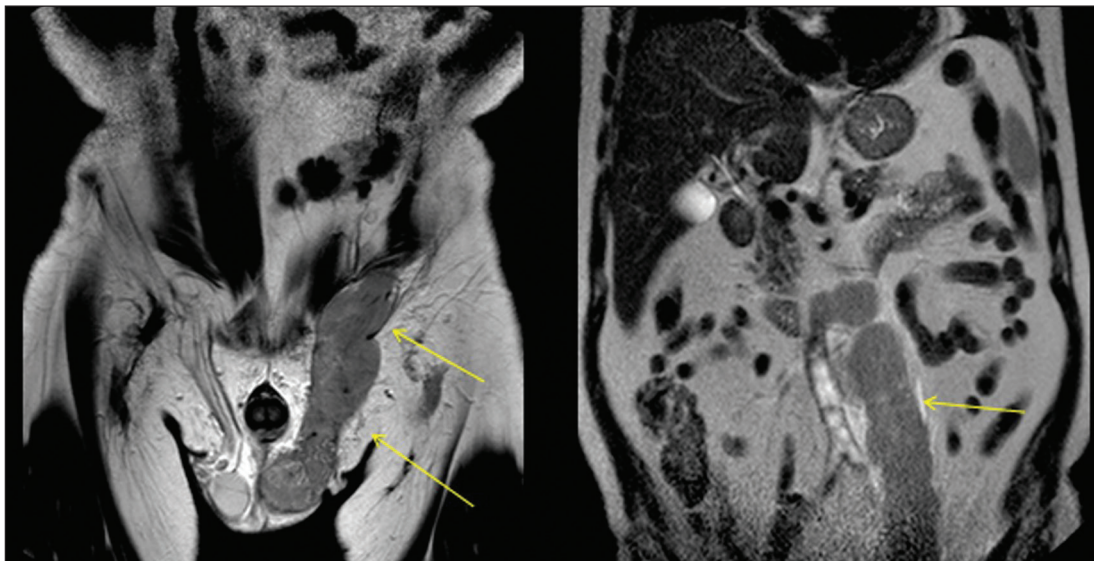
Ressonância magnética coronal T2 mostra linfoma primário do testículo estendendo-se pelo canal inguinal e veia gonadal esquerda (setas).
